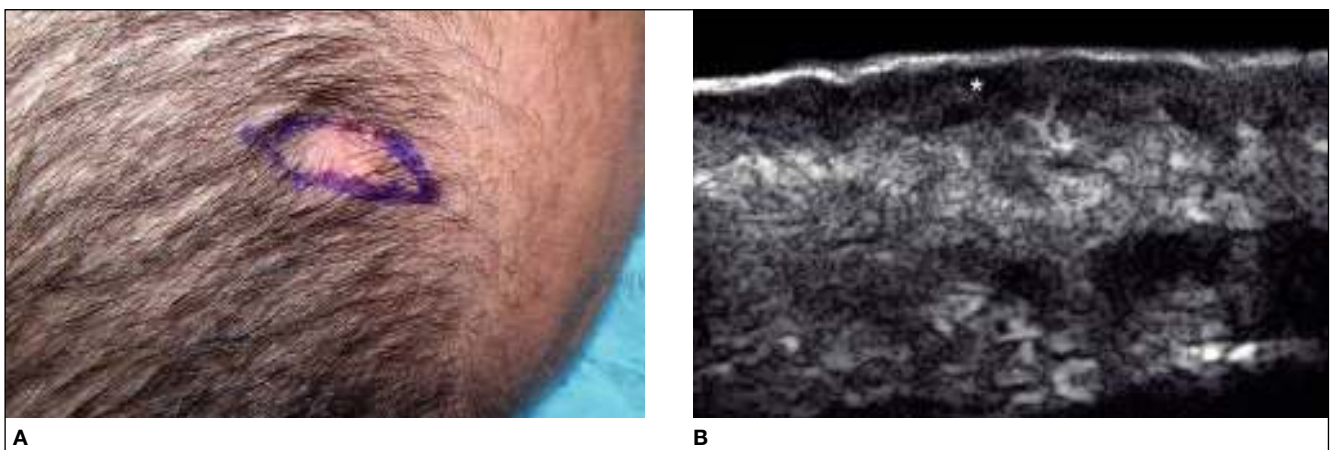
Nevus de Jadassohn. A) Foto clínica que muestra lesión en cuero cabelludo de un adulto (cortesía del Dr. Alfageme). B) Ecografía que demuestra masa (*) hipocóica mal definida en la dermis (cortesía del Dr. Alfageme).
